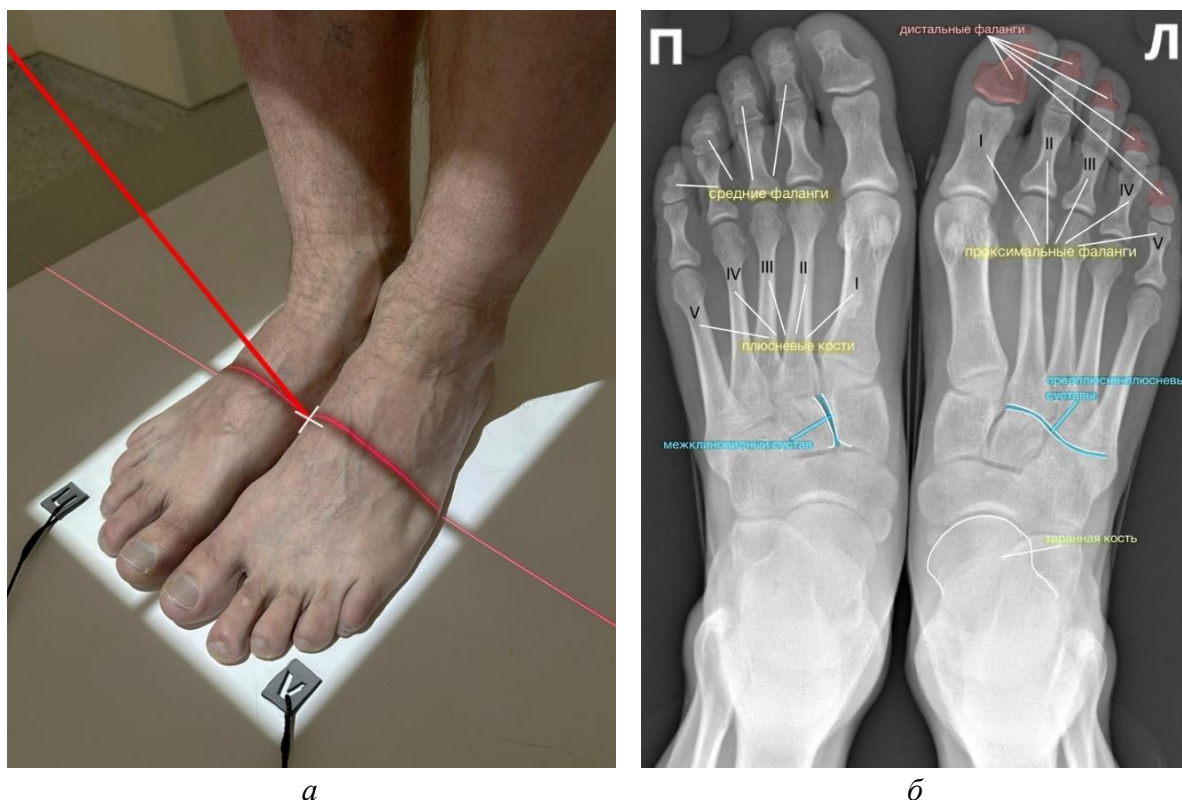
Методика укладки пациента для проведения РГ стоп в прямой проекции с нагрузкой: а – фотография примера укладки; б – рентгенограмма стоп в прямой проекции с нагрузкой. Белое перекрестие – точка центрации приемника рентгеновского изображения (кассеты), красная линия – направление ЦЛ рентгеновского излучения. Нормальная рентгеноанатомия стоп на примере рентгенограммы в прямой проекции (б)
